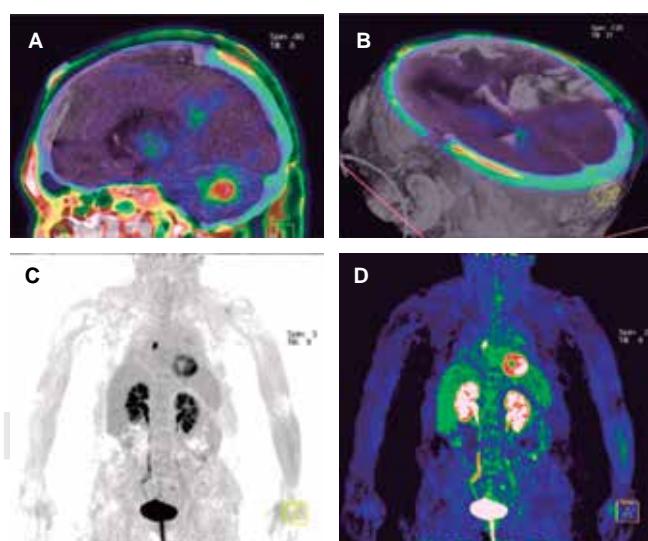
FDG-PET/TAC muestra ausencia de actividad glucolítica cerebral en corte sagital A. y axial B., así como ausencia de actividad tumoral C. D.
